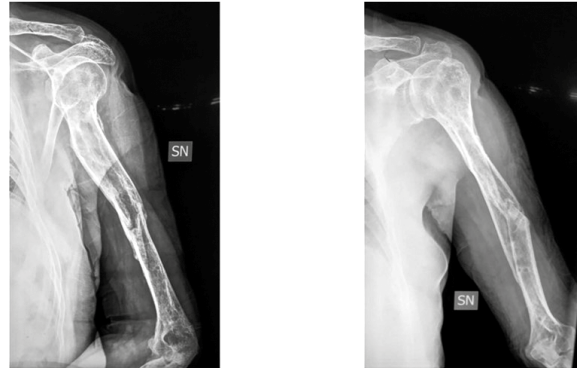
Caso 3, quadro radiografico a guarigione avvenuta
